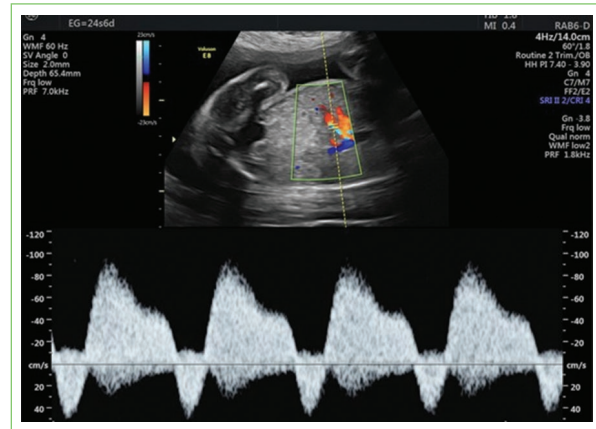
Doppler de conducto venoso a las 24 + 6 semanas. En contexto de taquicardia fetal, se observa alteración de flujo, con onda A reversa y distorsión de morfología en ondas S y D, sugerentes de insuficiencia cardíaca, secundaria a arritmia.
